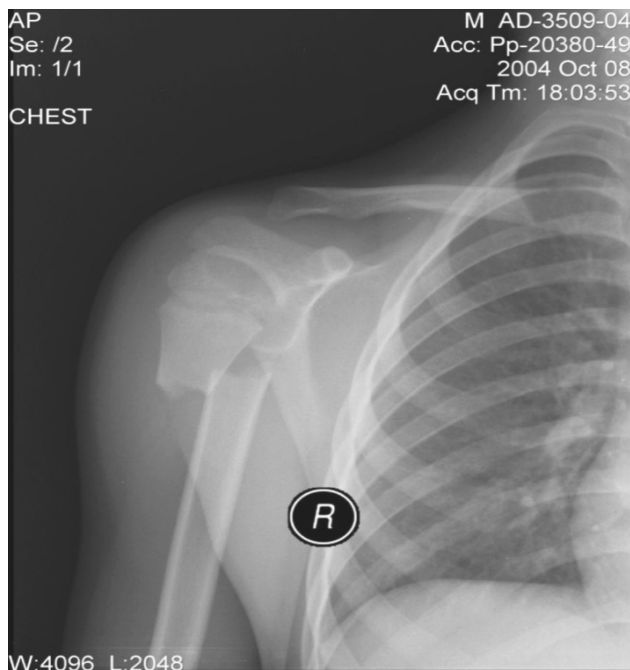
Рентгенография плечевой кости пациента М. до операции – через диафиз плечевой кости (по типу «диафиксации») (показания – переломы с кривой линией, тип II по Salter-Harris);
